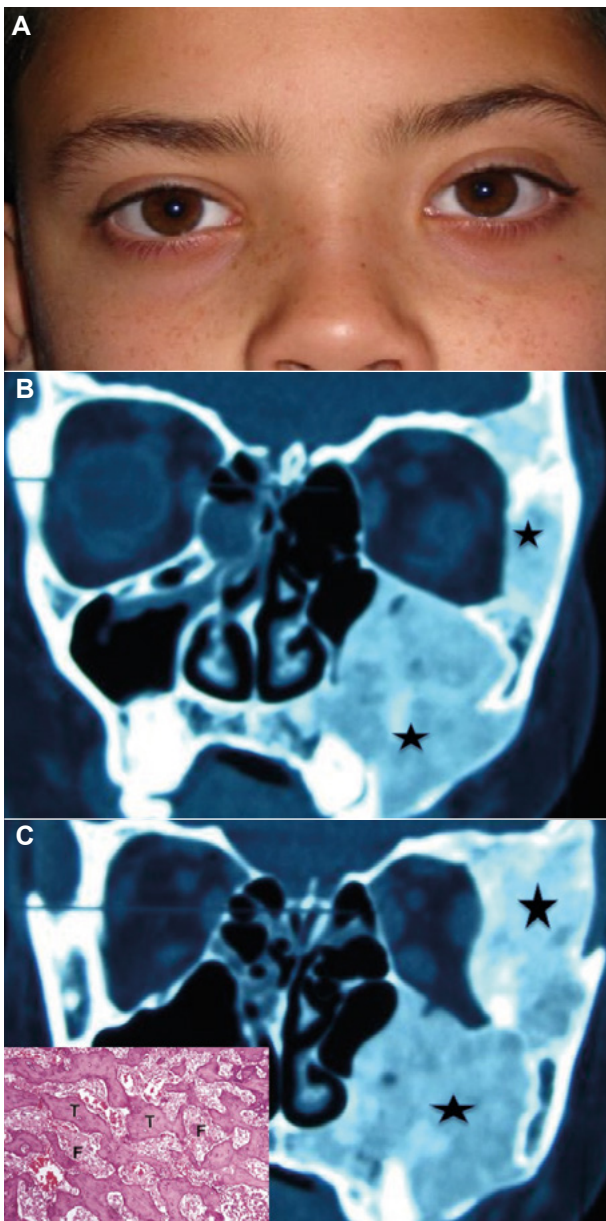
A. Displasia fibrosa regional en un niño de 10 años tratado desde hace un año con Pamidronato (tratamiento para altas concentraciones de calcio en sangre). Vision normal. Asimetría facial con mayor desarrollo izquierdo. B. TC coronal. Aumento de densidad de tejidos blandos por fibrosis (+40-50 NHU) en maxilar superior, apofisis ascendente del malar (conserva la cortical ósea) y techo de orbita. El seno maxilar izquierdo tiene reducida su luz por la expansión ósea de las paredes. C. TC coronal. Expansión de las tablas óseas del malar y ocupación del seno maxilar (displasia en maxilar superior y apófisis ascendente del malar). La displasia destruye las paredes óseas del seno maxilar y del suelo orbitario reduciendo el seno y la cavidad ósea orbitaria. Pérdida de densidad ósea por el tejido fibroso de la displasia. Imagen típica de displasia fibrosa. El estudio histopatológico muestra trabeculaeas neoformadas (T) entre el tejido fibroso (F) y vasos sanguíneos. HE x 150.
